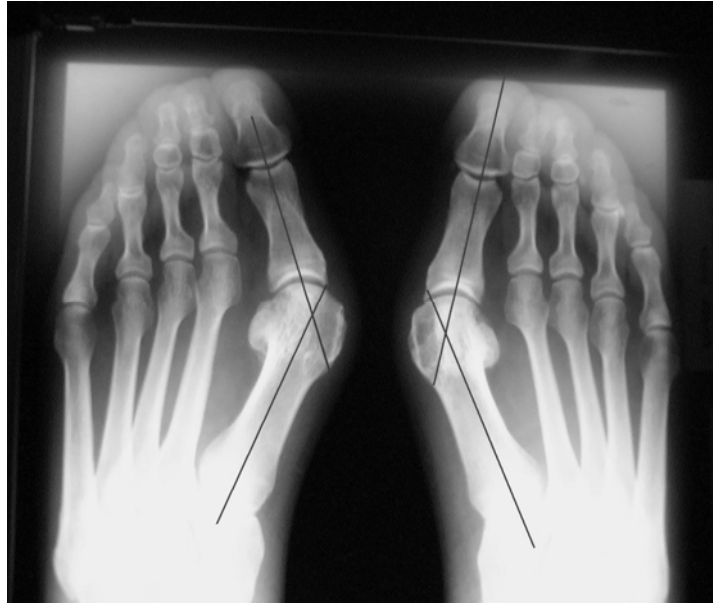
Röntgenologischer Hallux valgus Winkel
